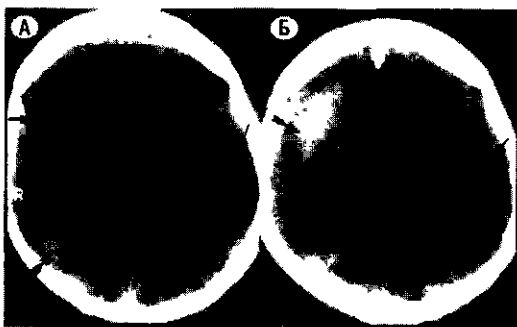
Компьютерная томография головного мозга. А, Б - срезы на разных уровнях. Двусторонняя хроническая субдуральная гематома. Мозговые извилины борозды оттеснены от костей свода гематомой, которая представлена главным образом лизированной кровью (стрелки). Участки высокой плотности в ней (стрелки с хвостом) отображают свернувшуюся кровь и указывают на рецидив кровотечения
